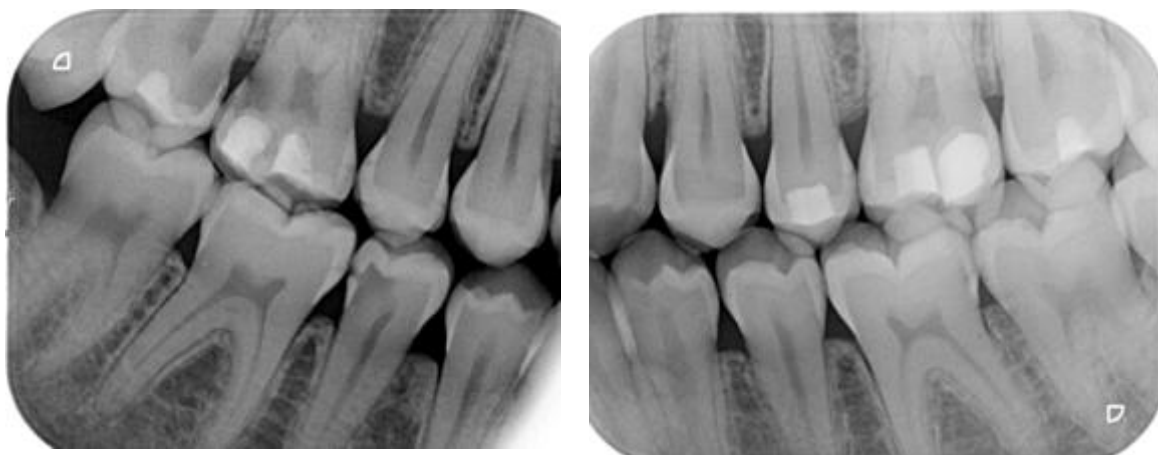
Radiografía de Aleta de Mordida.
